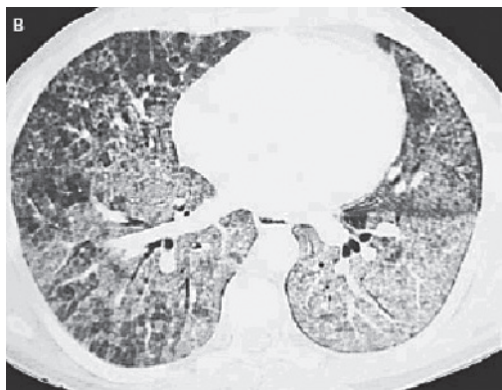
Фрагмент КТ больного альвеолярным протеинозом. Участки «матового стекла», отграниченные от неизменённых участков. Утолщение междольковых перегородок
